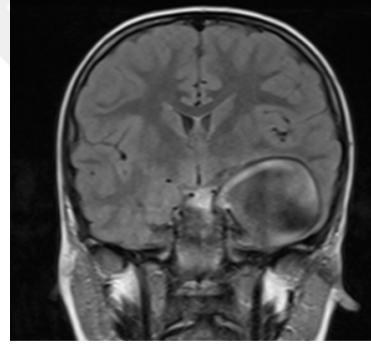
Şekil a: Preop MRG T2 sekans aksiyel kesit
